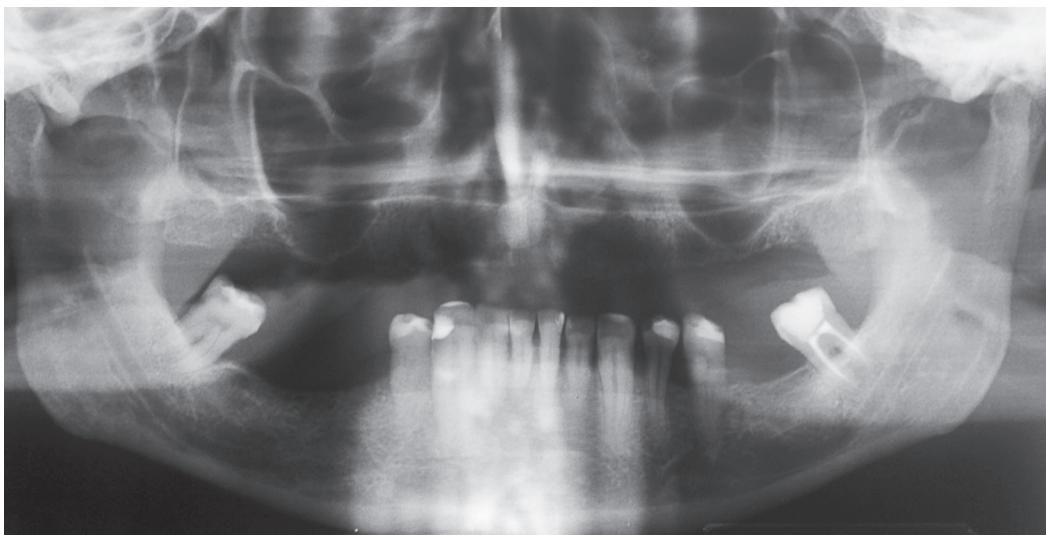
Radiografia panorâmica evidenciando a pneumatização do seio maxilar, bilateralmente.
